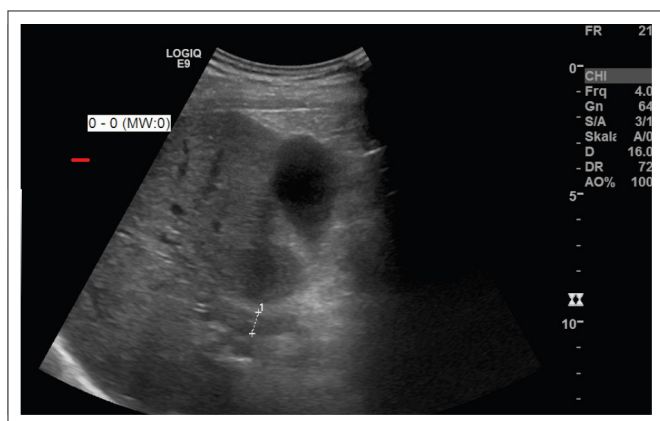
Abdomen-Sonographie bei chronischer Pfortaderthrombose in einer nicht zirrhotischen Leber. Das Lumen der V. portae ist durch thrombotisches Material verlegt (s. Markierung).
